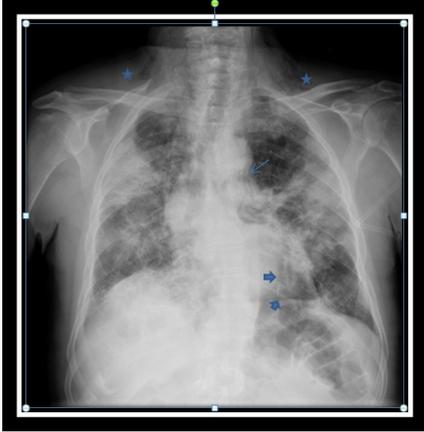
Radiografía Posteroanterior de Tórax. Consolidaciones parcheadas bilaterales, de predominio periférico. Destaca la presencia de áreas radiolucientes lineales en torno al botón aórtico (flecha azul fina) compatible con neumomediastino, siendo más visibles en RX lateral donde se objetivan bandas áreas lineales retroesternales. Se observan líneas radiolucientes en torno a la aorta descendente definiéndose el borde lateral izquierdo del mediastino inferior y el aire entre la pleural parietal y la parte medial del hemidiafragma izquierdo constituyéndose una morfología que recuerda a la letra “V” y que se denomina “signo de V de Naclerio (flechas azules gruesas) Asimismo, se aprecian burbujas aéreas extraluminales en las partes blandas de ambas regiones cervicales en relación con enfisema subcutáneo bilateral (estrellas azules).
